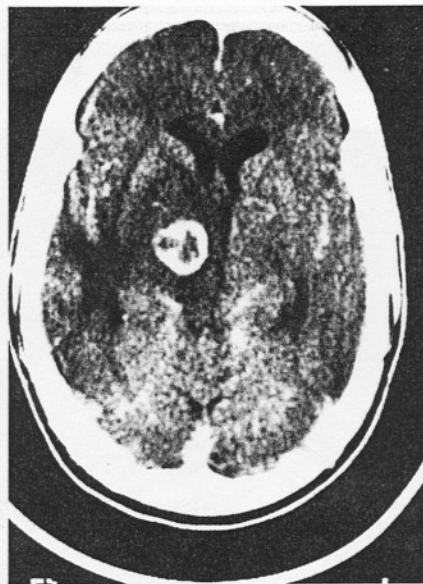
Tomografía computadorizada craneal en la que se aprecia una imagen hipodensa de contornos mal definidos en los ganglios basales derechos con efecto masa, y que capta contraste en forma anular en su periferia, sugestiva de toxoplasmosis cerebral.
